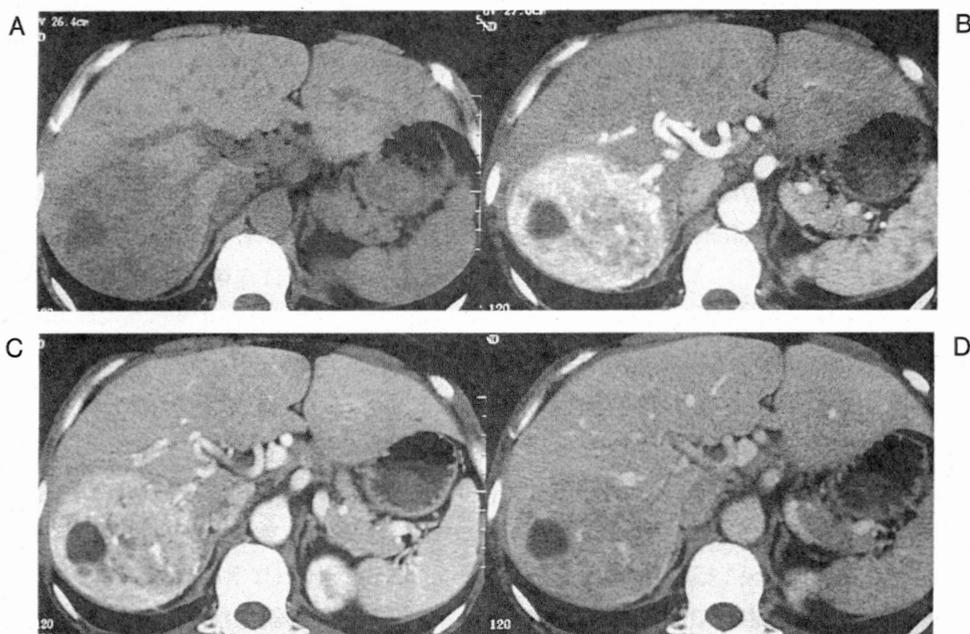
単純CT (A) では肝右葉にlow density areaを認め、早期相 (B) より不均一な強い濃染を認め、後期相 (C) まで濃染は持続している。平衡相 (D) では周辺肝実質よりdensityは低下している。
